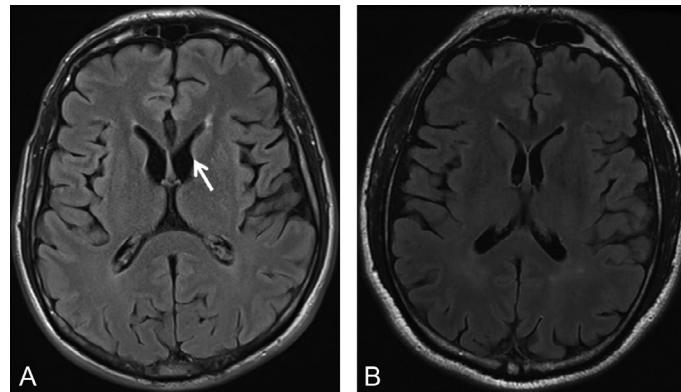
B Maladie de Huntington. IRM cérébrale (séquence T2/FLAIR, coupe axiale).
